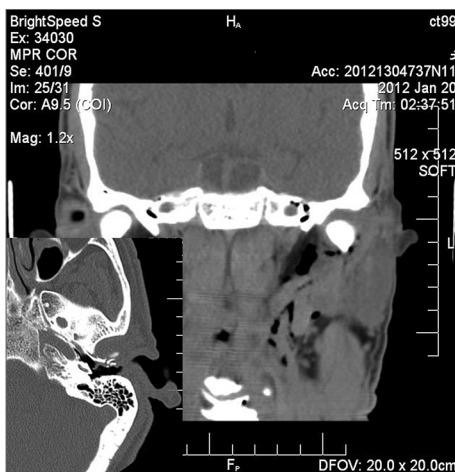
Imagem coronal e axial de tomografia computadorizada. Fratura da parede anterior do canal auditivo externo e consequente enfisema no espaço parafaríngeo ipsilateral.
